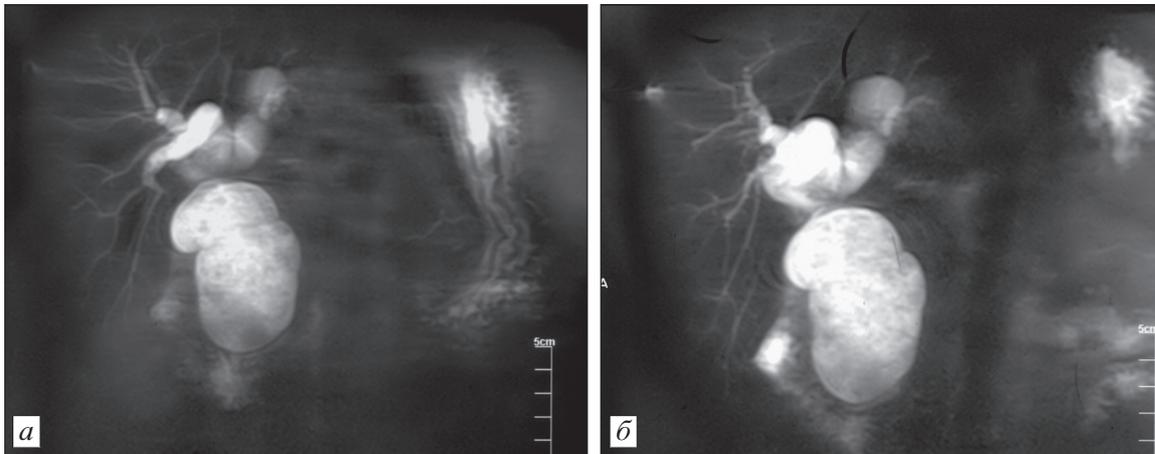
МР-томограммы той же больной.
